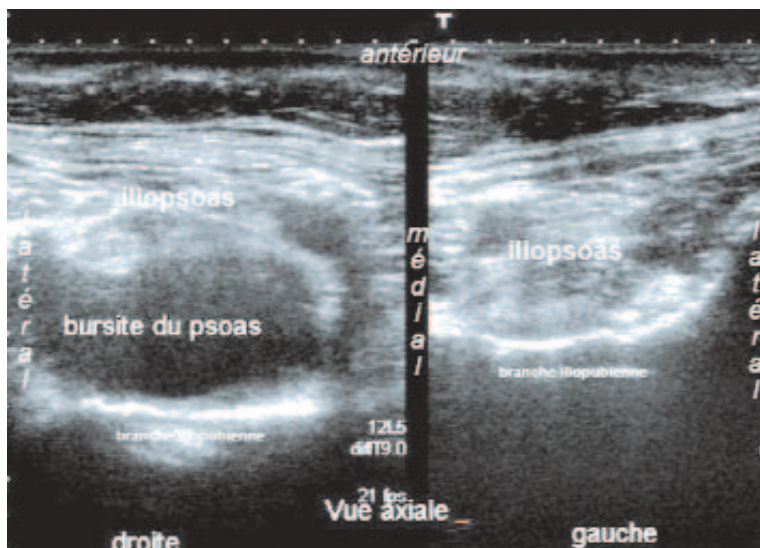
Prothèse de hanche droite. Bursopathie liquidienne de l'iliopsoas droit. Coupe échographique axiale comparative
